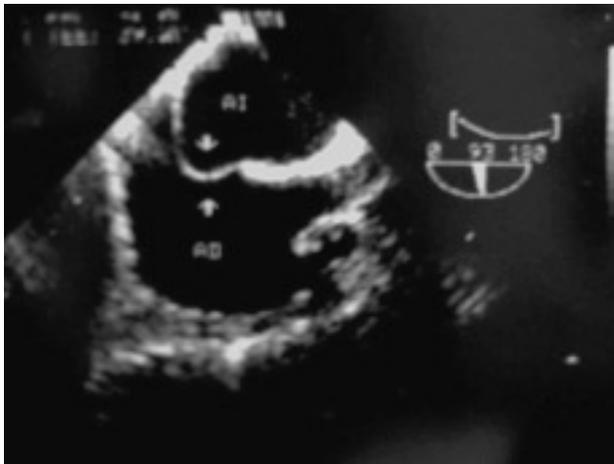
Imagen de ecocardiograma transesofágico en el que se observa aneurisma del septo interauricular. AD: aurícula derecha; AI: aurícula izquierda.
